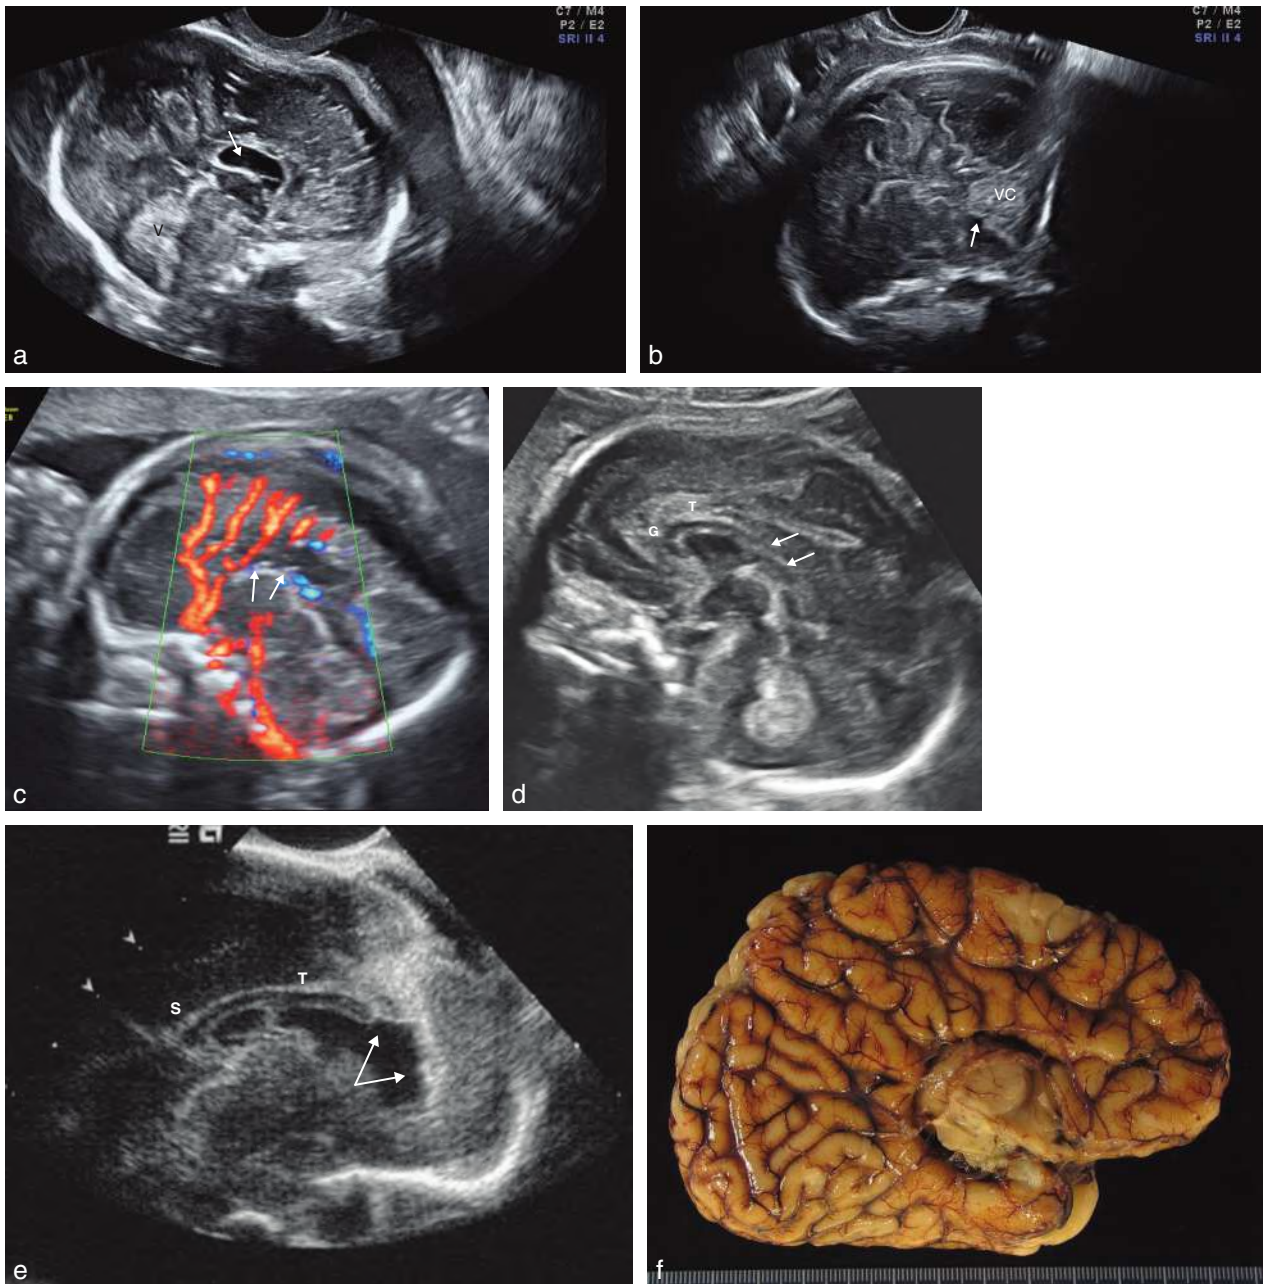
Agénésie du corps calleux : coupes sagittales. a. 31 SA. Coupe sagittale du pôle céphalique. Présence d'une formation kystique, anéchogène, correspondant à une expansion kystique du troisième ventricule (→). V : vermis. b. 33 SA. Sur cette coupe sagittale du pôle céphalique comme le montre la présence du vermis cérébelleux (VC) avec l'encoche du quatrième ventricule (→), le corps calleux n'est pas visible. c. 25 SA. Coupe sagittale du pôle céphalique et Doppler couleur. L'artère péricalleuse est absente (→) d. Agénésie partielle postérieure du corps calleux (28 SA). Coupe sagittale du pôle céphalique. Le corps calleux n'est visible qu'au niveau du genou (G) et de la moitié antérieure du tronc (T). La partie postérieure est absente (→). e. Agénésie partielle antérieure du corps calleux (30 SA). Coupe sagittale du pôle céphalique. La partie antérieure du corps calleux (→) est absente avec un aspect irrégulier du bord supérieur du cavum du septum pellucidum. Les 2/3 postérieurs du tronc du corps calleux (T) et le splenium (S) sont normaux. f. 38 SA. Aspect fœtopathologique d'une agénésie complète du corps calleux : absence de corps calleux et disposition radiaire des circonvolutions cérébrales. Source *fig. 8.34f* : Dr L. Devisme.
